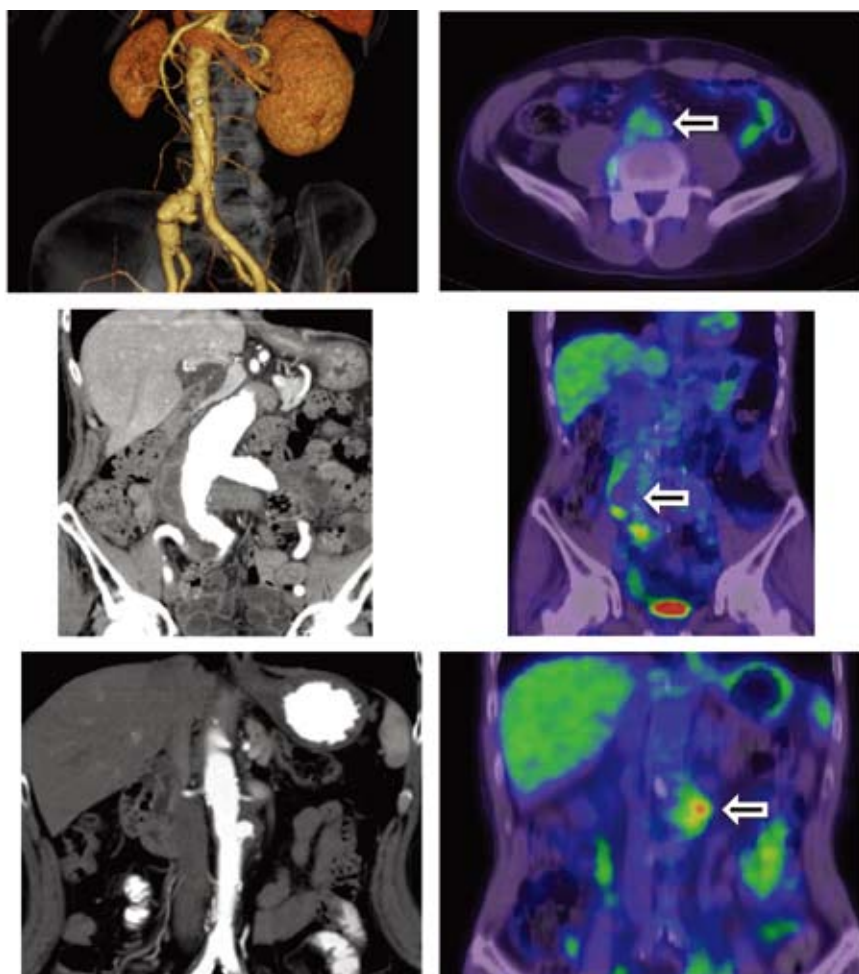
A: The saccular and lobular aneurysm (Case 4). B: The normal FDG uptake in the right common iliac artery (Case 4). (arrow) FDG uptake. SUVmax=2.45 C: The spindle aneurysm, and it expands rapidly (Case 5). D: The normal FDG uptake in the abdominal aorta and right common iliac artery (Case 5). (arrow) FDG uptake. SUVmax=2.45 E: Contrast-enhanced coronal CT images at the level of the infrarenal aorta demonstrated a saccular aneurysm of the aorta, particularly of its left lateral lumen, with associated periaortic infiltration (Case 6). F: The FDG uptake in the left wall of the abdominal aorta and periaortic space (Case 6). (arrow) FDG uptake. SUVmax=6.2
